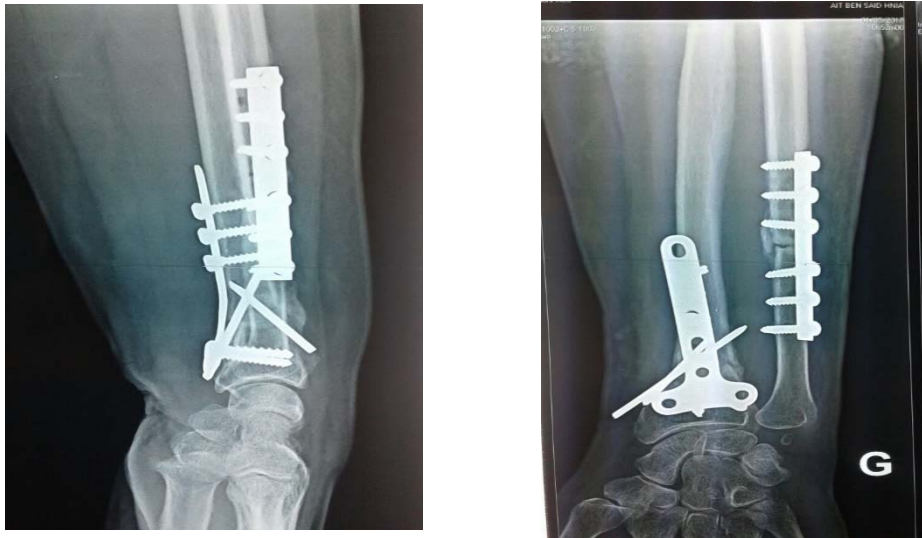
Radiographie de face et profil (après la 2 ème intervention) la correction était faite par ostéotomie d'addition avec mise en place de plaque console associée à un embrochage styloïdien(*).
